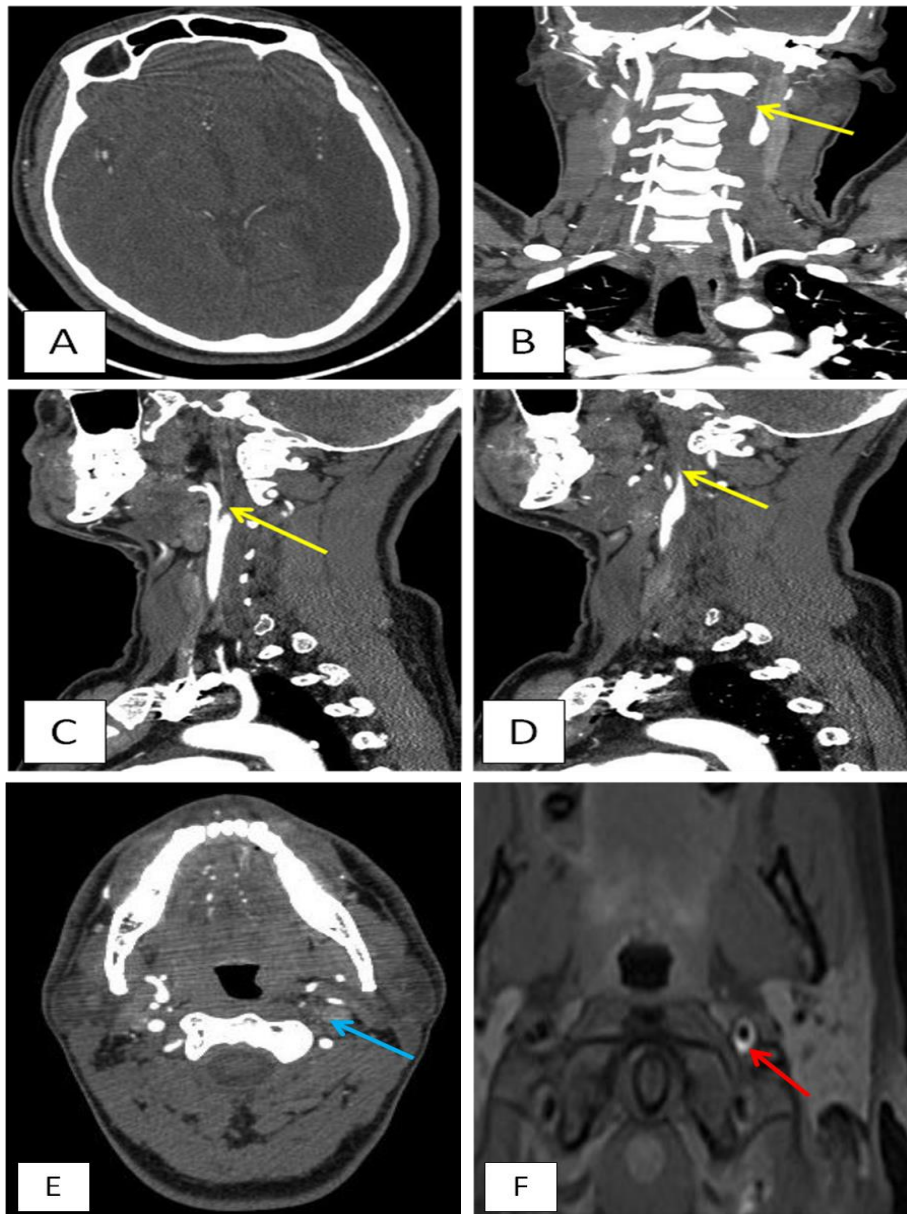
Le scanner cérébral montre une plage hypodense cortico-sous corticale hémisphérique gauche (coupe axiale : A). L'angioscanner des troncs supra-aortiques a permis de visualiser une image d'occlusion effilée dite en « flamme de bougie » au niveau de la carotide interne gauche, en faveur d'une dissection artérielle (flèches jaunes : coupe coronale B et coupes sagittales C, D). L'angioscanner montre aussi une occlusion totale de sa portion extracrânienne (flèche bleue : coupe axiale : E). L'IRM en séquence T1 FAT-SAT objective une couronne circonférentielle autour de la lumière vasculaire, hyperintense T1 de signal hématique traduisant l'hématome de paroi (flèche rouge : coupe axiale : F).
